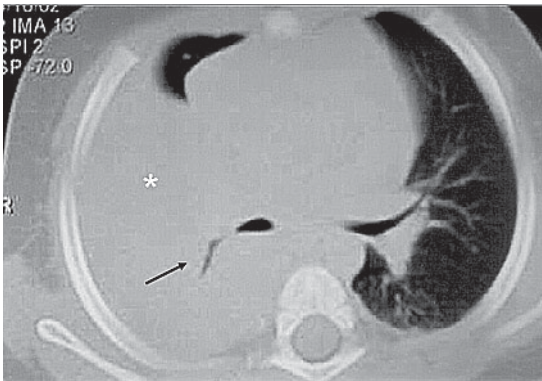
TC de tórax sin contraste endovenoso, con ventanas pulmonar (a) y mediastínica (b) muestra extensa condensación del LSD (*), obliteración del bronquio para el LSD, compresión del bronquio para el LID (flecha) y adenopatías hiliares y mediastínicas del mismo lado (flechas pequeñas).
